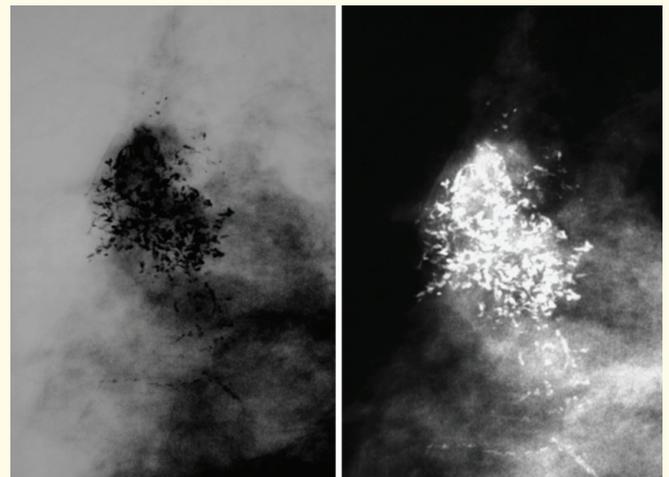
Imagem em macro-radiografia de MC polimorfas e agrupadas compatíveis com malignidade. Corresponde a CDI com CDIS de alto grau.
